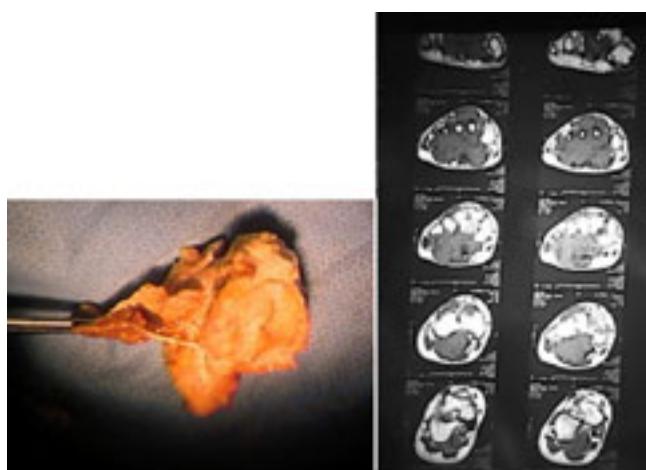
Pieza quirúrgica TAC.
